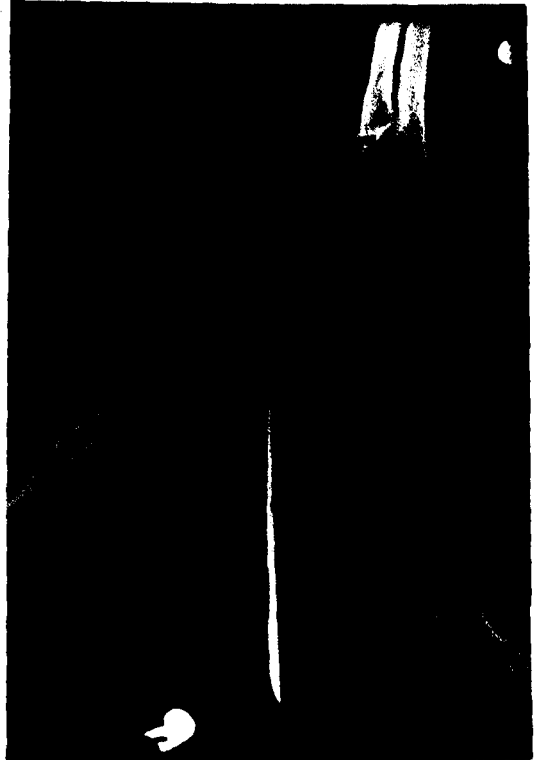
D : Olgunun 16 aylık izleme sonundaki kontrol grafisi. Kırığın iyileştiği saptandı.
